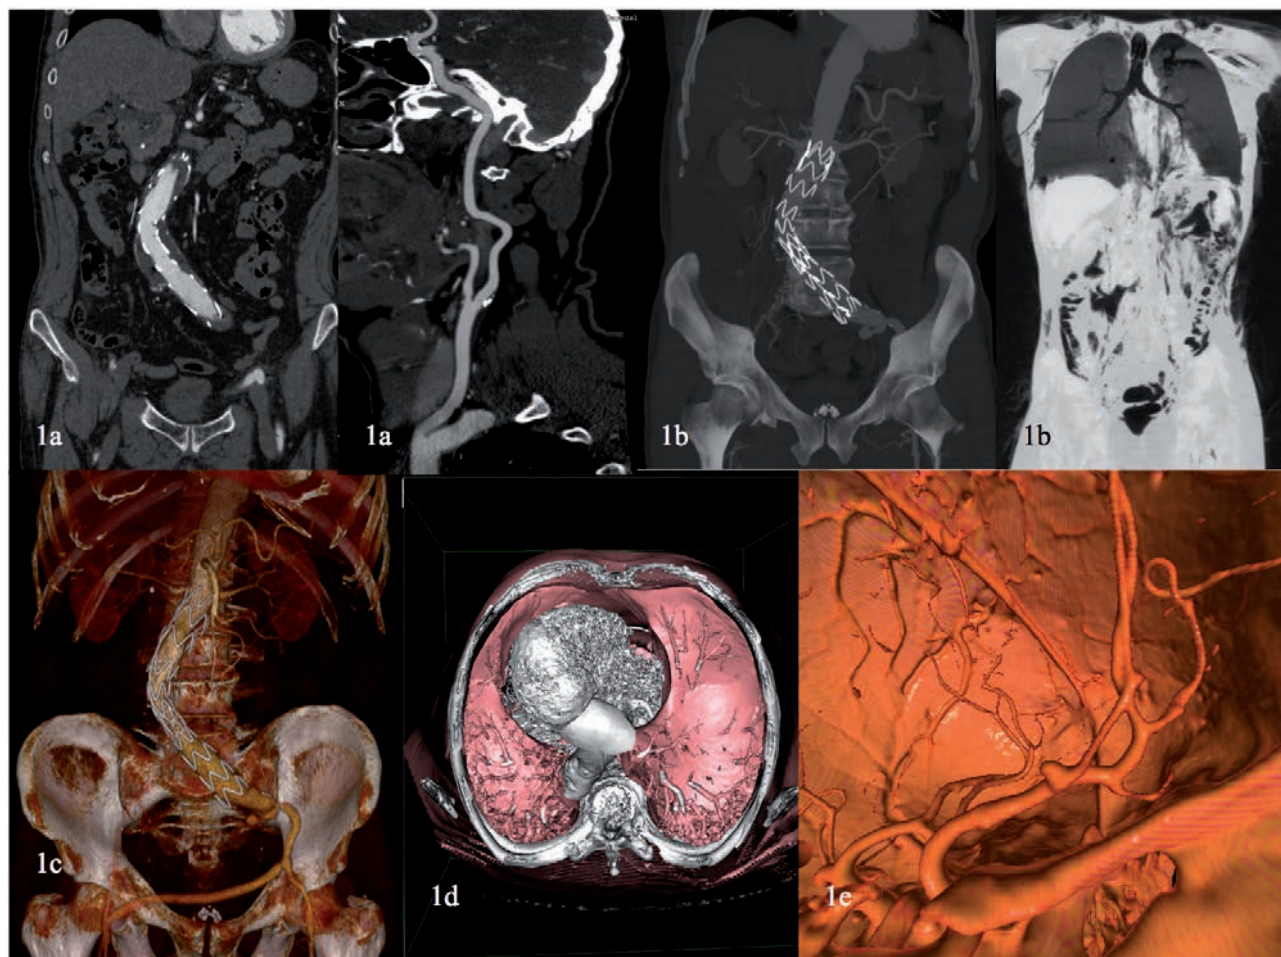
(a-b-c-d-e)– Tecniche di elaborazione delle immagini in TC
